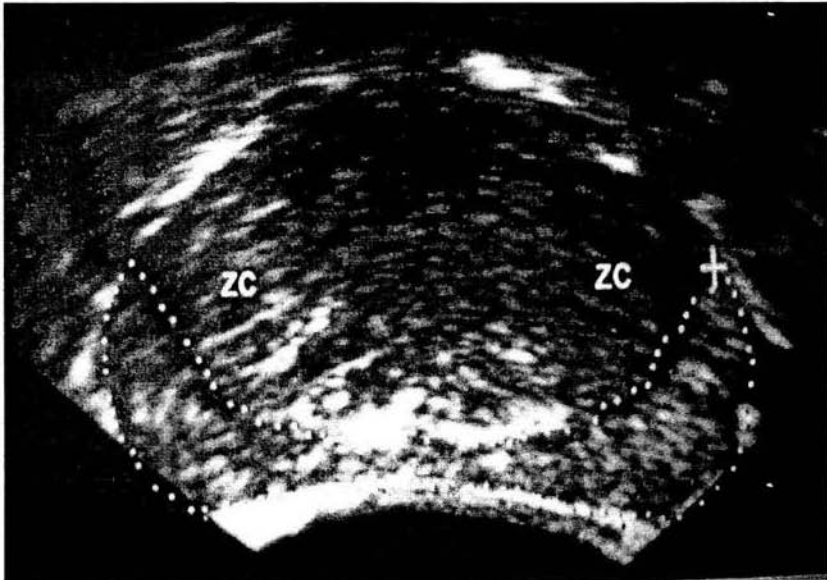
Imagen ultrasonográfica transrectal de la zona periférica (rodeada por puntos) y de la zona central (ZC).
